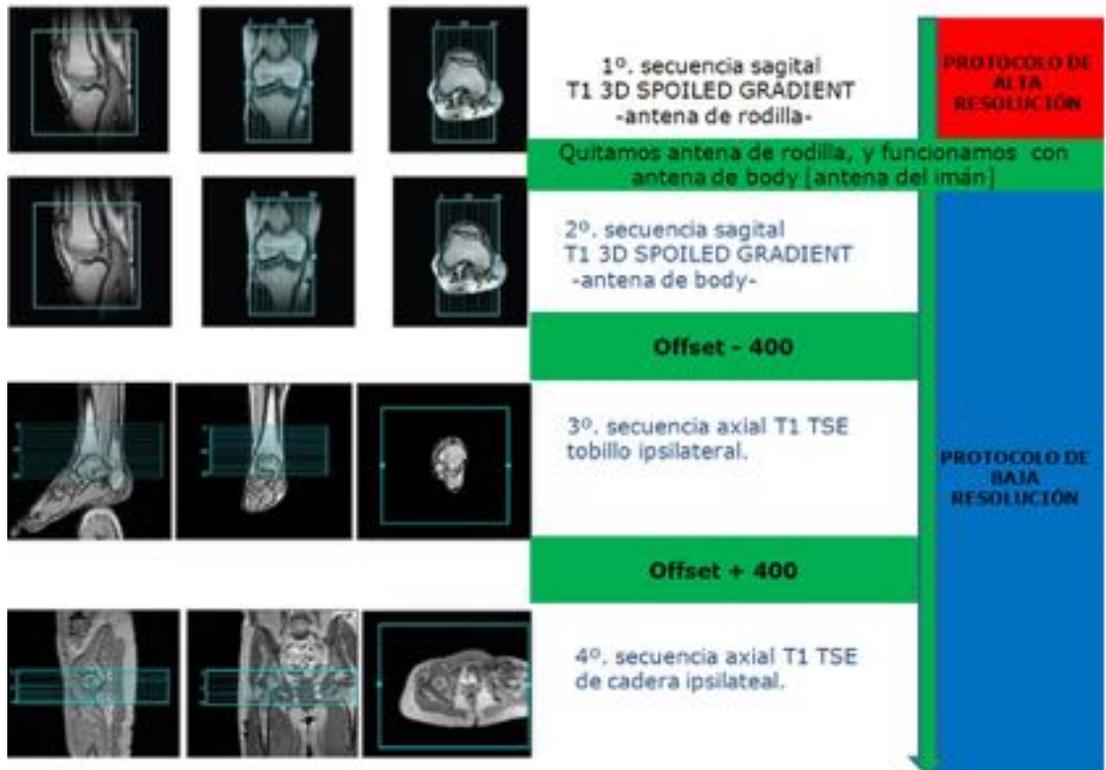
Especificaciones técnicas del estudio de RM.
